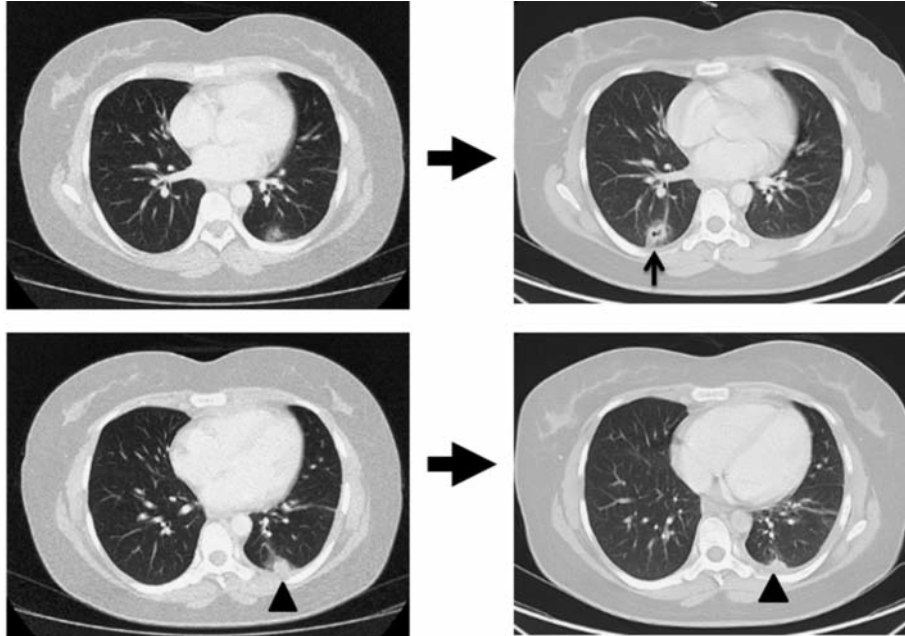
入院後胸部 CT 所見変化；左側の結節影は縮小傾向 (▲), 右肺下葉に空洞を伴う新たな結節の出現を認める (↑).
